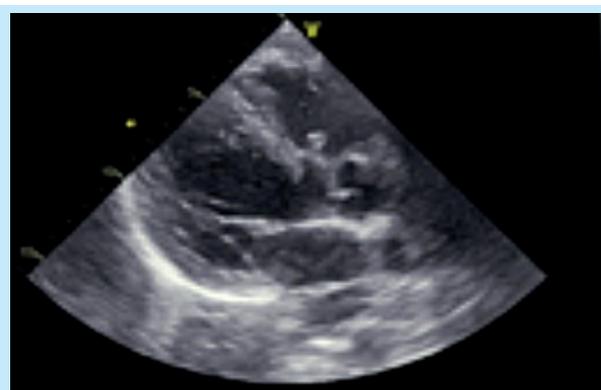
Coupe parasternale grand axe montrant une image hyperéchogène s'insérant sur le septum interventriculaire dont le bord libre flotte dans le VD au-dessus de l'insertion de la valve tricuspide
